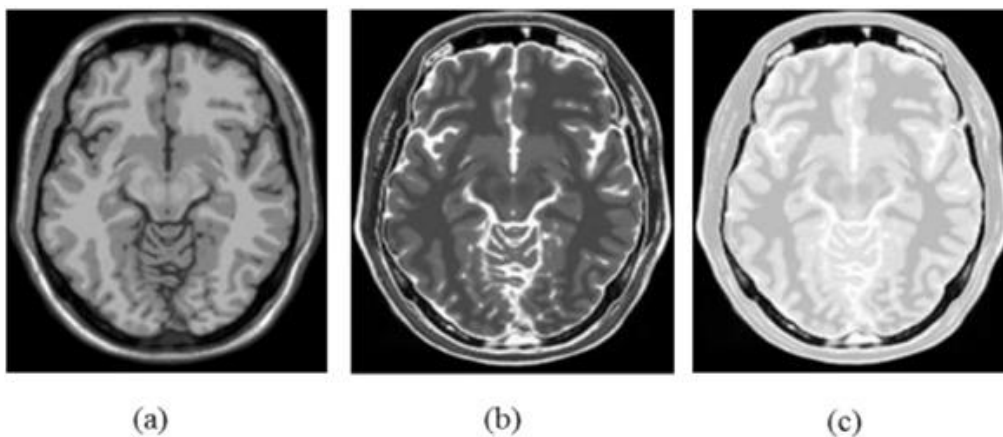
Les séquences IRM avec agent de contraste en T1: (a) image pondérée en T1 ; (b) image pondérée en T2 ; (c) image pondérée en DP
